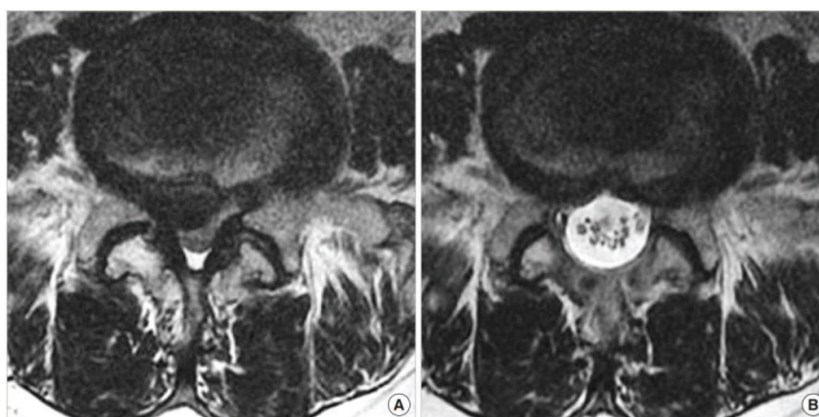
(А) Предоперационная магнитно-резонансная томография (МРТ), показывающая спинальный стеноз в сочетании с поясничной грыжей. (В) Послеоперационная МРТ, сделанная через день после операции, показана адекватная декомпрессия и удаление грыжи диска [21]
